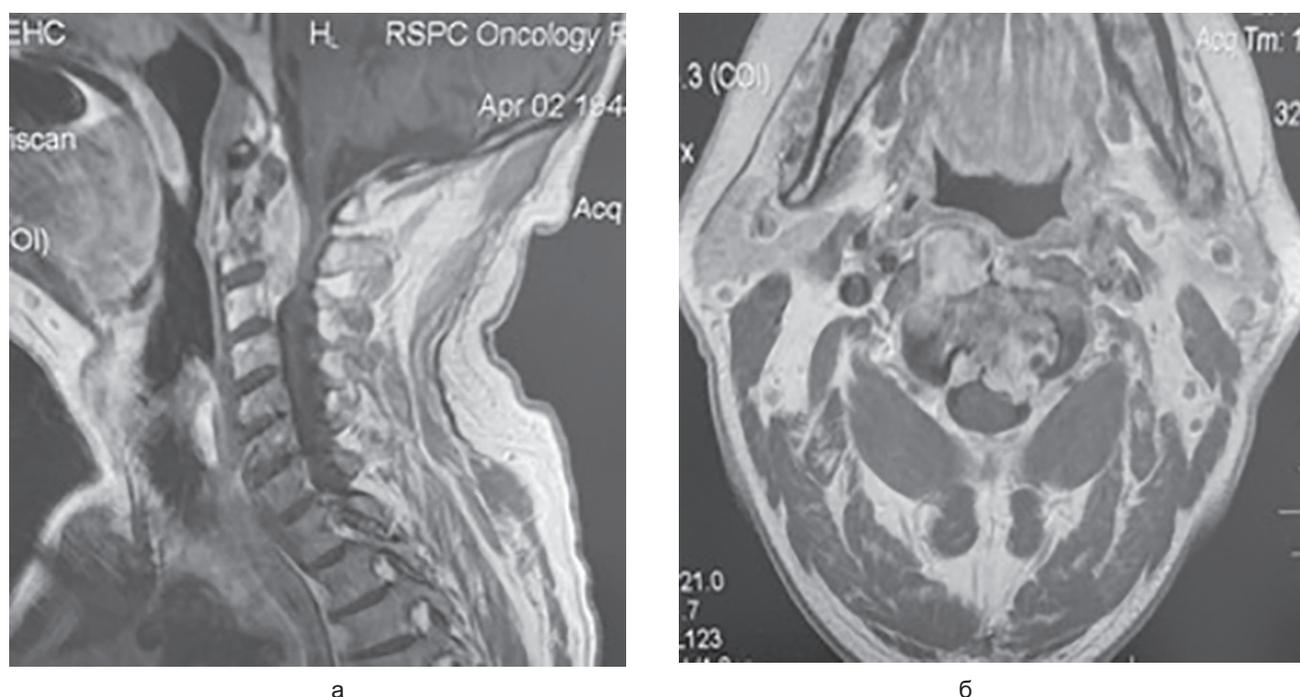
T1-взвешанная МРТ шейного отдела позвоночника при поступлении пациента: а — сагиттальная проекция; б — аксиальная проекция
